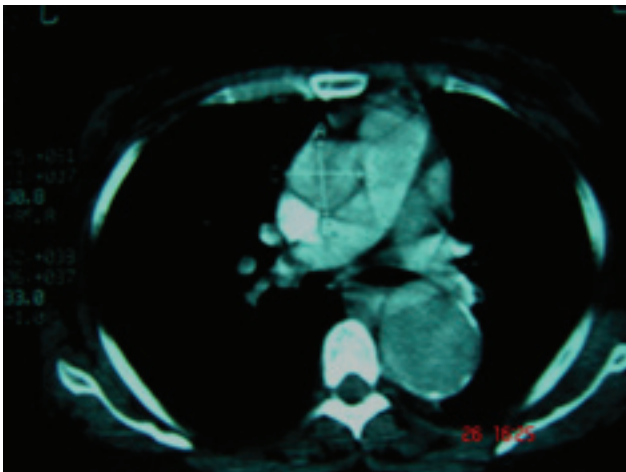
Tomografía axial computada de tórax que muestra aorta ascendente dilatada y la porción descendente con doble luz.
